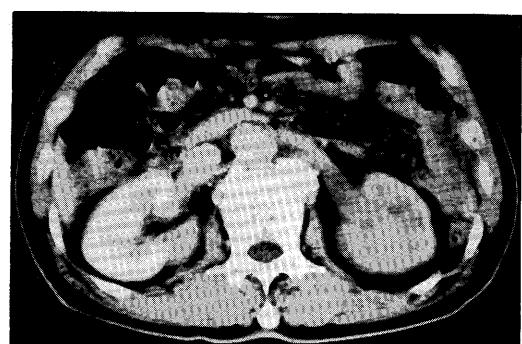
Contrast enhanced CT shows hypovascularity in the left kidney compared with the right side.
